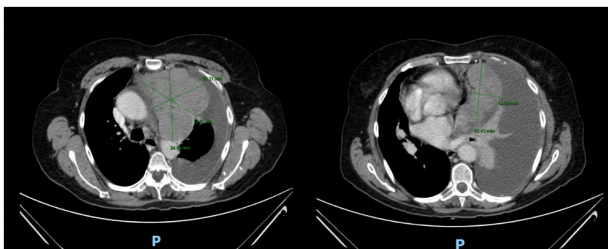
TAC torácico objetivándose masa mediastínica anterior izquierda (8 x 10 x 10 cm) con varias masas pleurales en hemitórax izquierdo (las mayores de 8,5 x 4 cm en pleura diafragmática). Se acompaña de abundante derrame pleural.
